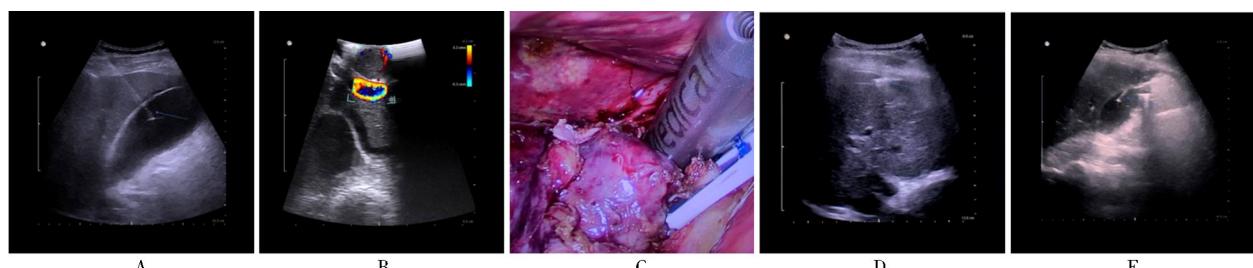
超声介入在困难型胆囊切除术前、术中及术后的应用
